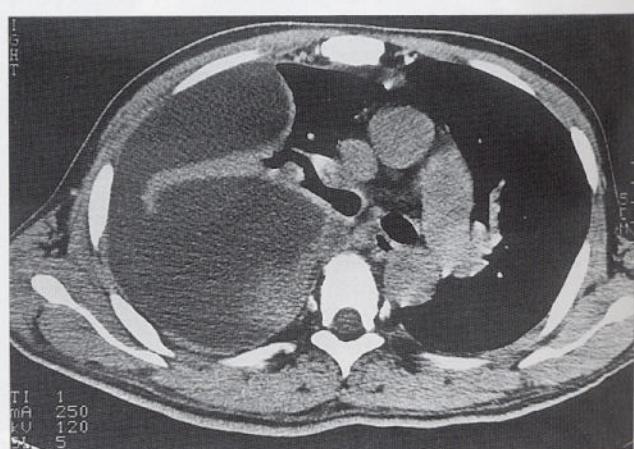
Thorax CT shows massive pleural effusion in right hemithorax and thickening of pleura suggesting complicated pleural effusion.
